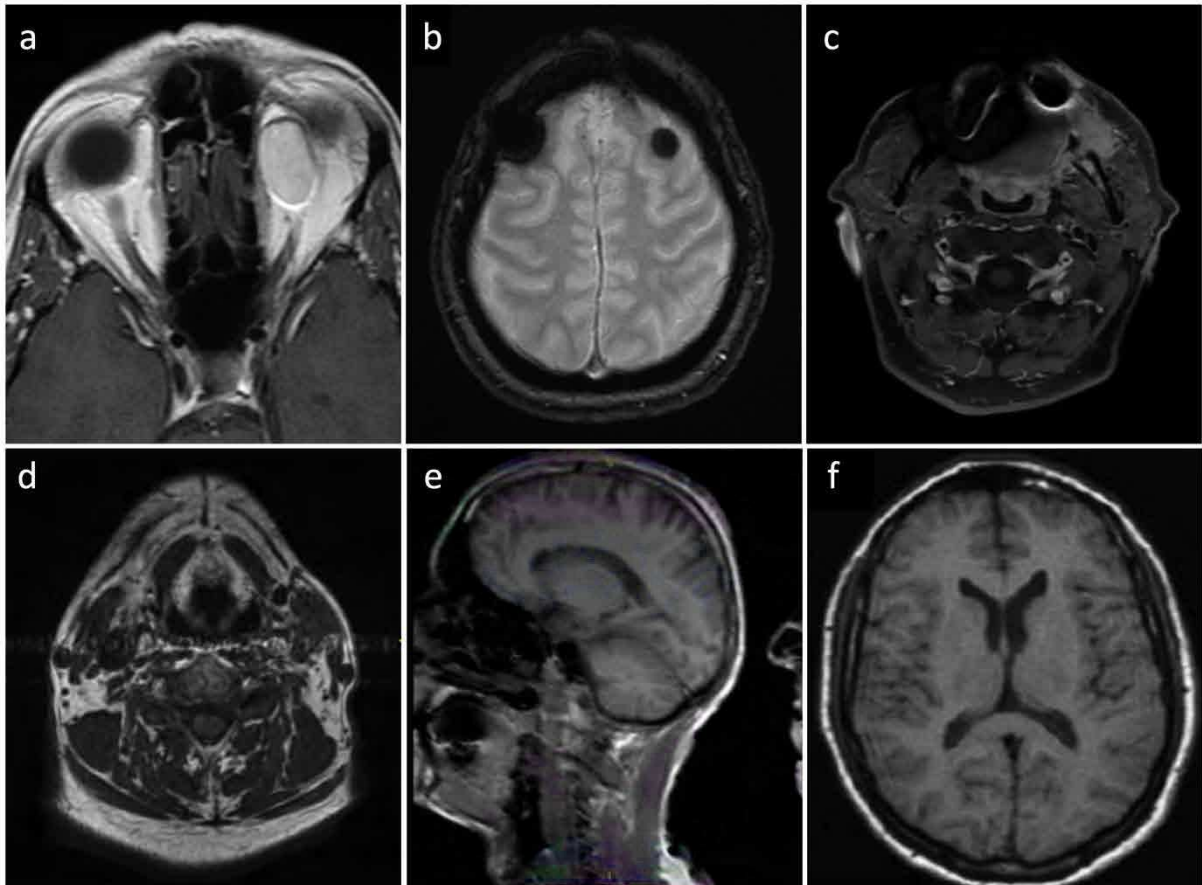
Exemples d'artéfacts en IRM (d'après un patient inclus dans le protocole RTEP8-Hyponeck sauf pour a, b et f d'après Hinault).
